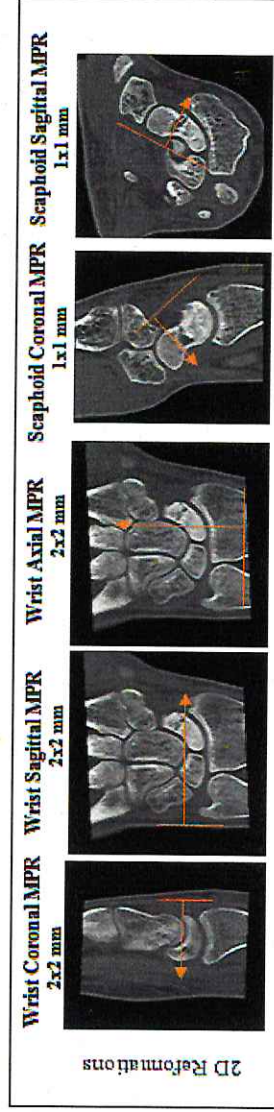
Варианты разметки томограмм
